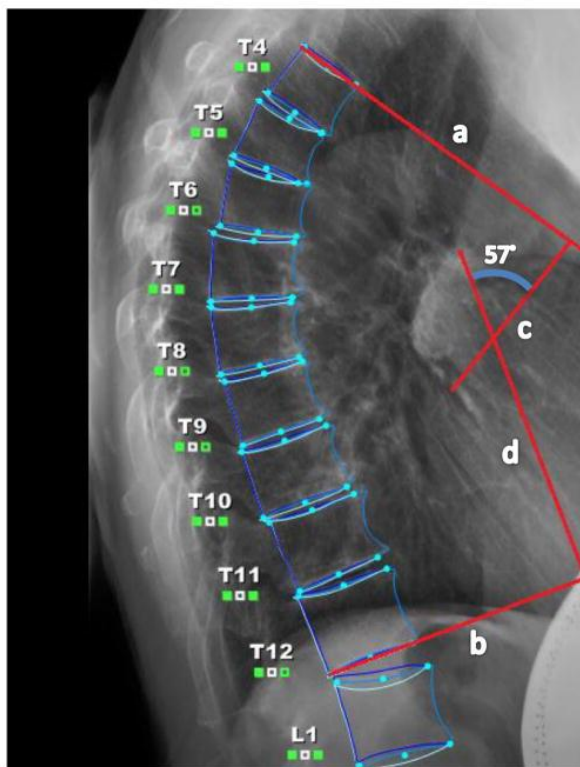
Рентгенологічні зміни грудних хребців при гіперкіфозі. Кут Кобба.
